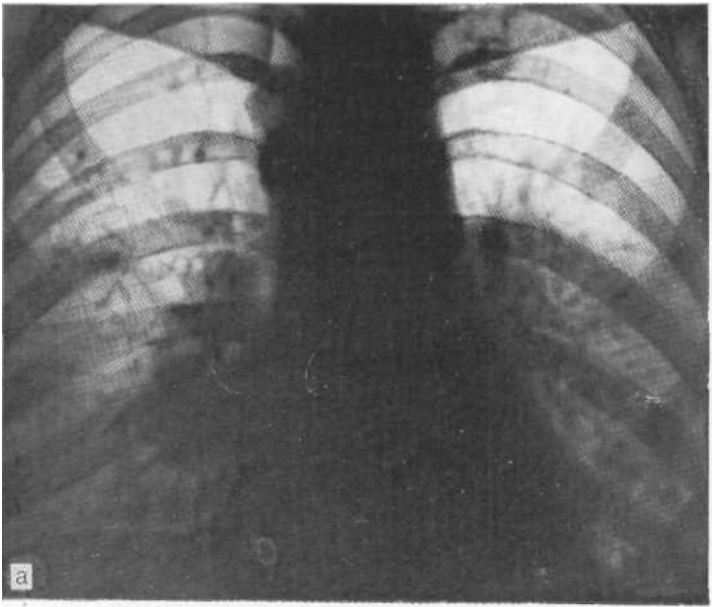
Обзорная рентгенограмма (а) и томограмма в боковой проекции (б) Массивное двустороннее увеличение бронхопульмональных лимфатических узлов, усиление легочного рисунка, диссеминация в средненижних зонах легки Биопсия легкого и лимфатических узлов. Саркоидоз.
